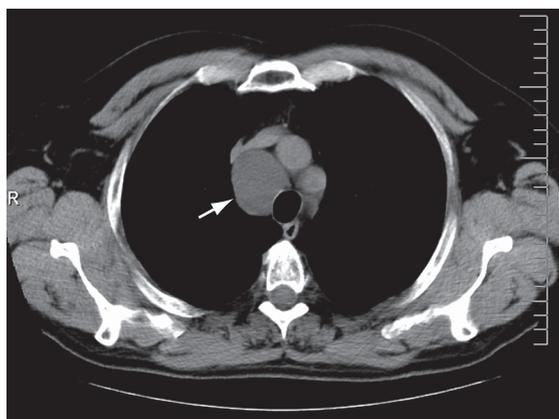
Tomografia computadorizada de tórax com lesão expansiva mediastínica (seta) em contacto com a parede direita da traquéia e determinando desvio anterior das veias braquiocéfálica e veia cava superior.
